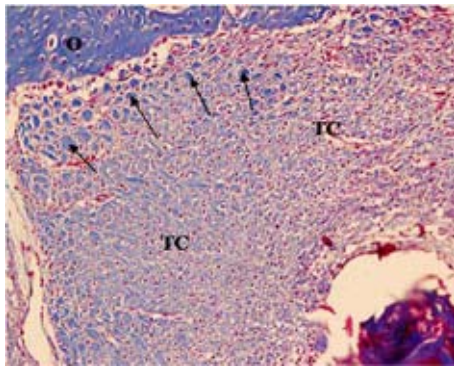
(Surgicel 60 dias). Fotomicrografia mostrando o tecido conjuntivo (TC), que preenche a porção periférica da cavidade, apresentando grande quantidade de feixes de fibras colágenas (setas). Perceba à medida que se aproxima do tecido ósseo (O), os feixes de fibras colágenas são mais espessos e numerosos que no centro da cavidade (Tricrômico de Masson 25x).
